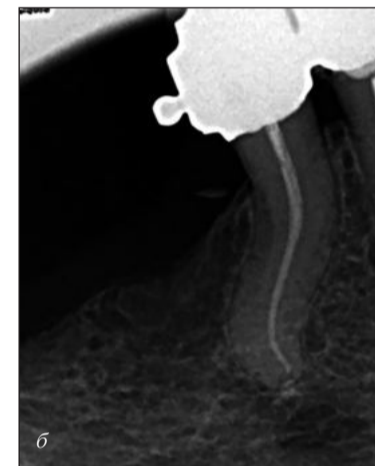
Контрольная рентгенограмма зуба 35 после obturации.
